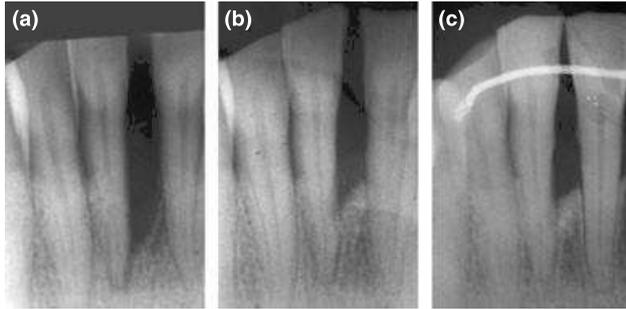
Guided tissue regeneration (GTR) procedure followed by orthodontic treatment. (a) Pre-treatment radiographic condition. (b) Four months after GTR procedure in the mandibular central incisors' region – just before orthodontic treatment. (c) Four years after the end of orthodontic treatment and the placement of the retainer, sufficient bone support of the mandibular left central incisor is maintained.
